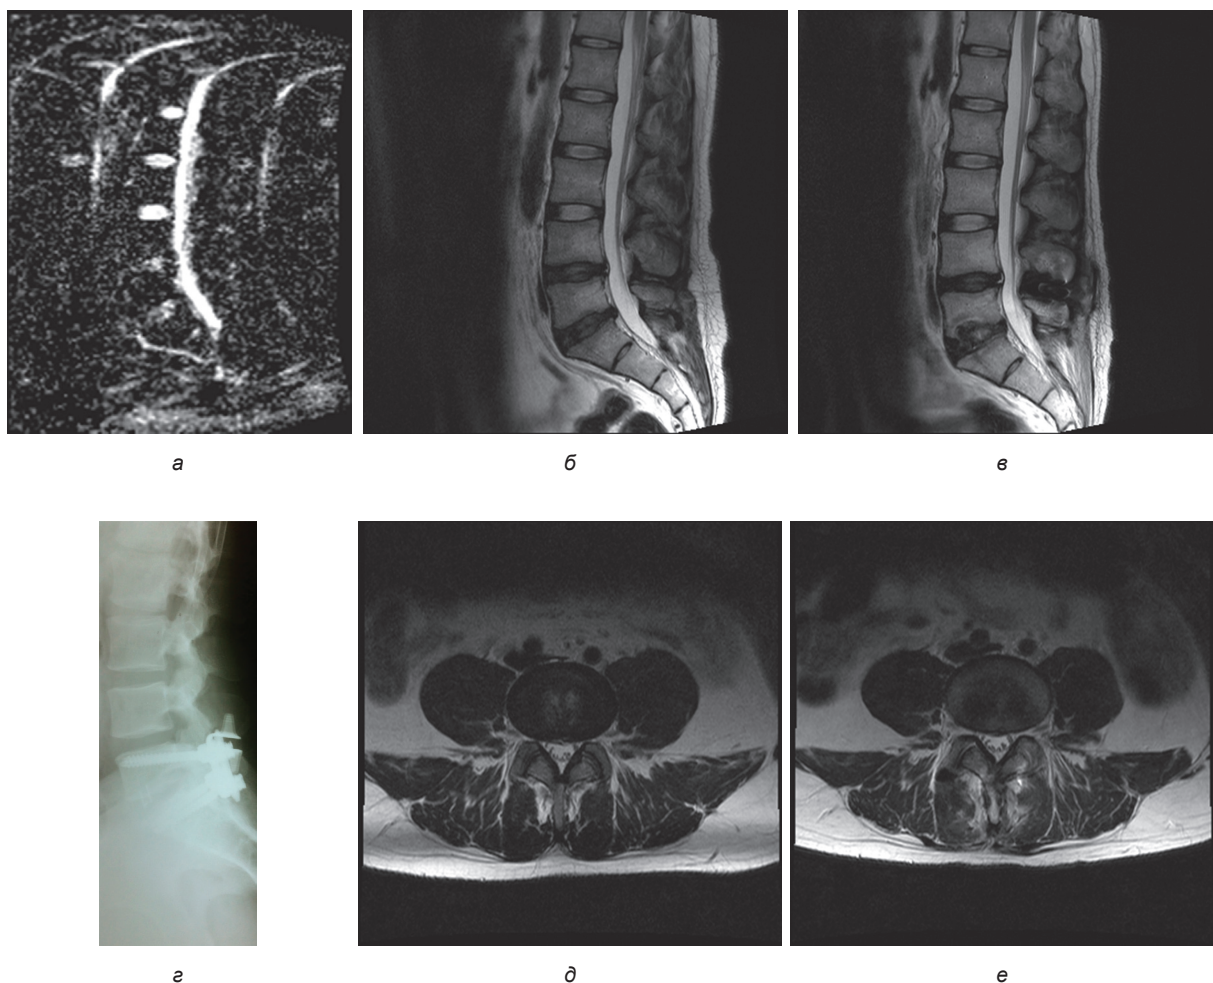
Пациент Б., 34 года. Дегенеративные заболевания поясничного отдела позвоночника в сегментах $L_{IV}-L_V$, L_V-S_1 : а — МРТ-ДВИ, ИКД (L_V-S_1 1387 $mm^2/сек$, $L_{IV}-L_V$ 1423 $mm^2/сек$); б — сагиттальная МРТ-грамма поясничного отдела позвоночника до операции: грыжа МПД L_V-S_1 (Pfirrmann IV), протрузия МПД $L_{IV}-L_V$ (Pfirrmann IV); в — сагиттальная МРТ-грамма поясничного отдела позвоночника после операции: снижение высоты в сегменте $L_{IV}-L_V$, ИКД $L_{IV}-L_V$ 1409 $mm^2/сек$, Pfirrmann IV; г — послеоперационная спондилография в боковой проекции; д — аксиальная МРТ-грамма поясничного отдела позвоночника, смежного с ригидной стабилизацией сегмента (МПД $L_{IV}-L_V$), до операции: Fujiwara левого ДС II ст., правого ДС II ст.; е — аксиальная МРТ-грамма поясничного отдела позвоночника, смежного с ригидной стабилизацией сегмента (МПД $L_{IV}-L_V$), после операции: Fujiwara левого ДС I ст., правого ДС I-II ст. ВАШ поясничный отдел до операции 85 мм, ODI до операции 72 балла; ВАШ через 24 месяца поясничный отдел 11 мм, ODI через 24 месяца 10 баллов
